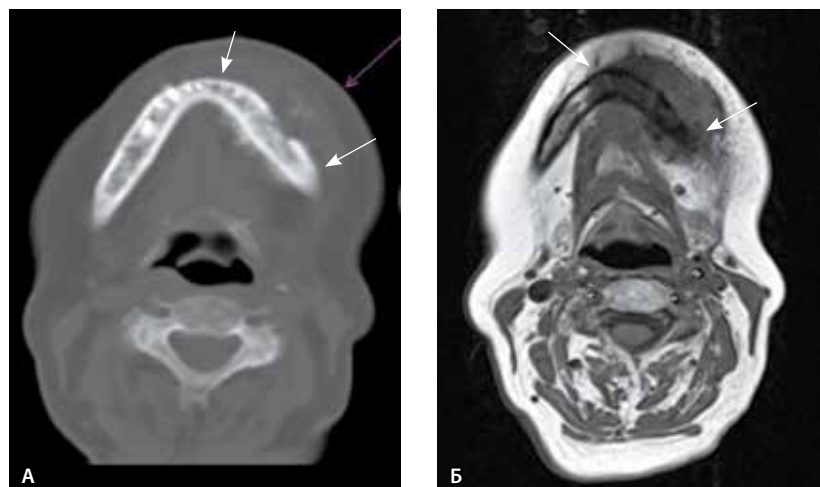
Остеогенная саркома нижней челюсти. По данным компьютерной томографии (А) определяется смешанная форма деструкции тела нижней челюсти с распространением опухоли на окружающие мягкие ткани с образованием спикул (стрелками указана распространенность опухоли от подбородочной области до угла челюсти). По данным магнитно-резонансной томографии (Б) отмечается поражение тела челюсти противоположной стороны (стрелками указана распространенность опухоли по губчатой кости)
